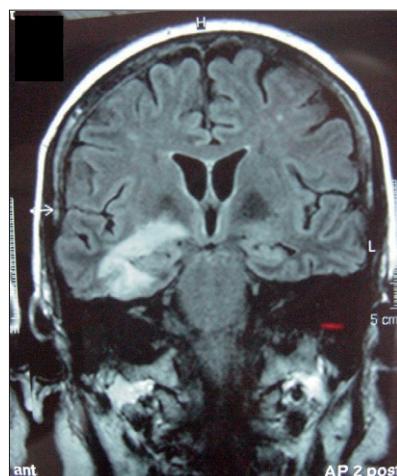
RM cerebral: área de cerebritis en el temporal central y medial derecho.
